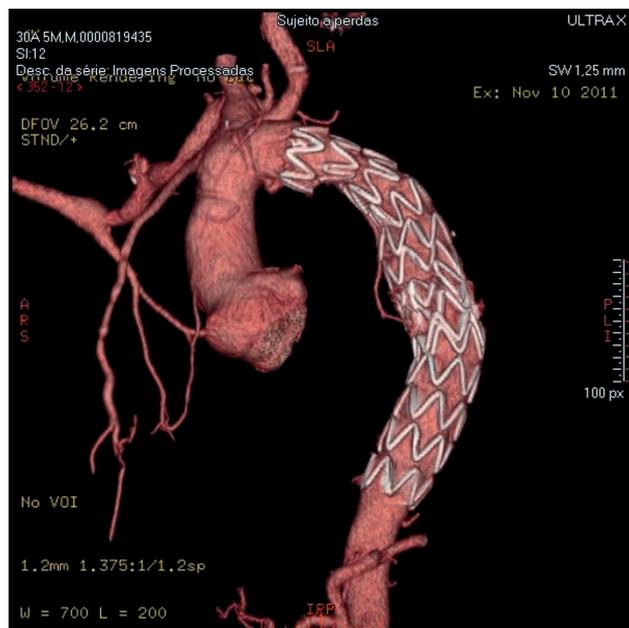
Angiotomografia pós-operatória demonstrando correção da coarctação da aorta e exclusão do pseudoaneurisma com prótese e endoprótese posicionadas a partir do segmento proximal da aorta torácica descendente até o segmento médio distal
